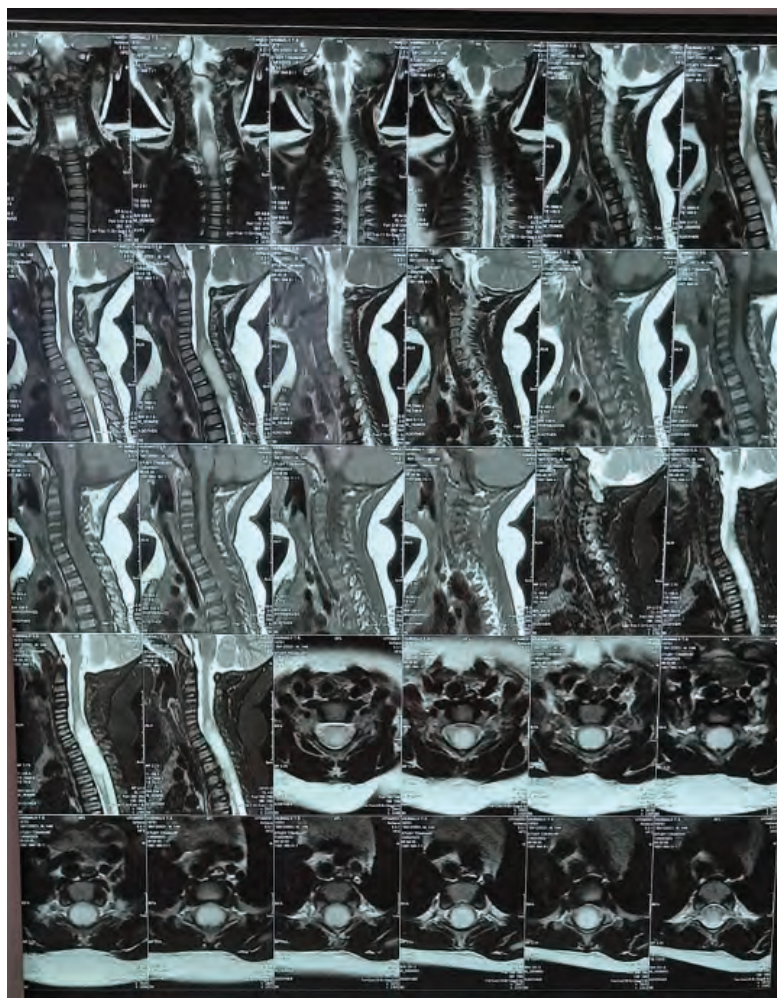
Магніто-резонансна томограма шийного відділу хребта з контрастуванням.
